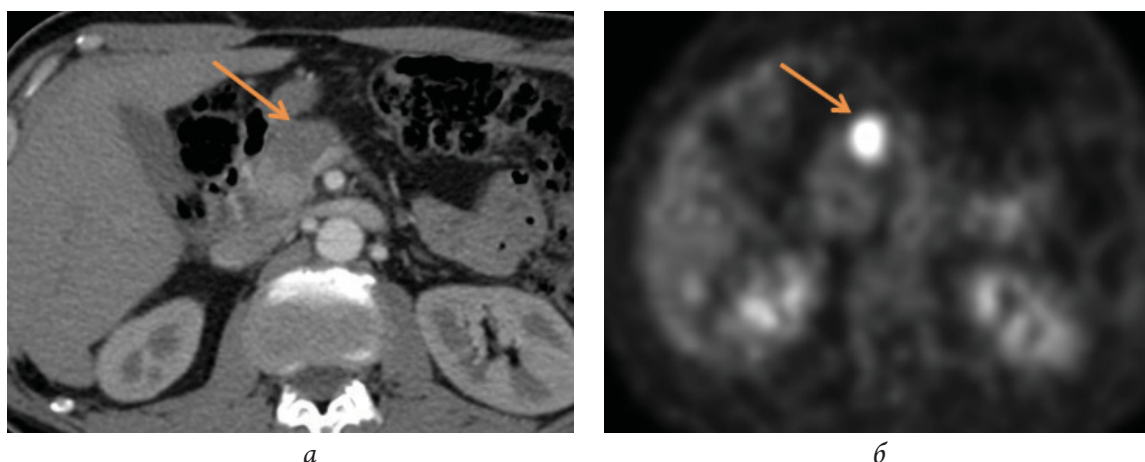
Гиперметаболический очаг в теле поджелудочной железы больного С. на момент обращения. ПЭТ-КТ с ФДГ: а – КТ (венозная фаза); б – очаг патологической фиксации радиофармпрепарата (показан стрелкой)
